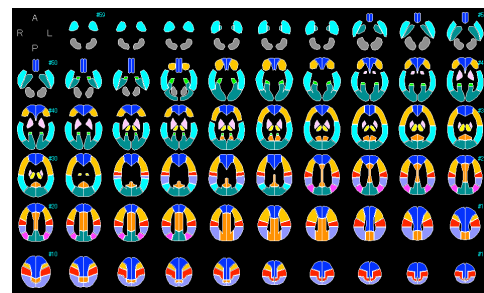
脳血流 SPECT 解析に用いた 3-D stereotactic ROI template (3-D SRT)
